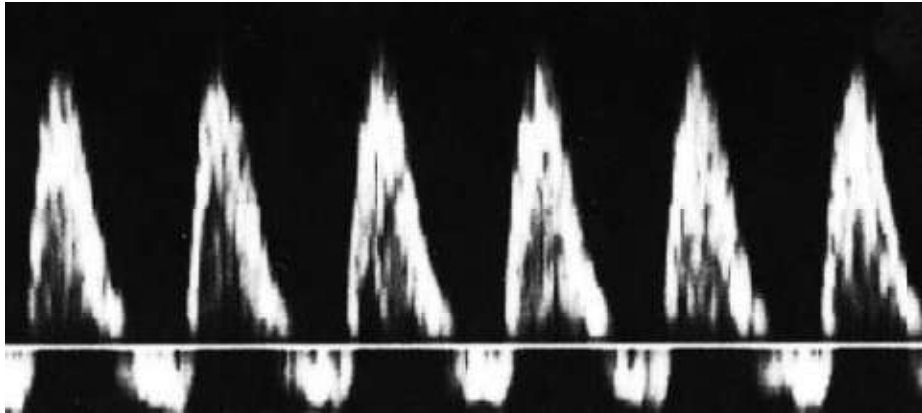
Doppler ombilical, flux diastolique inversé ou « reverse flow » [97]
